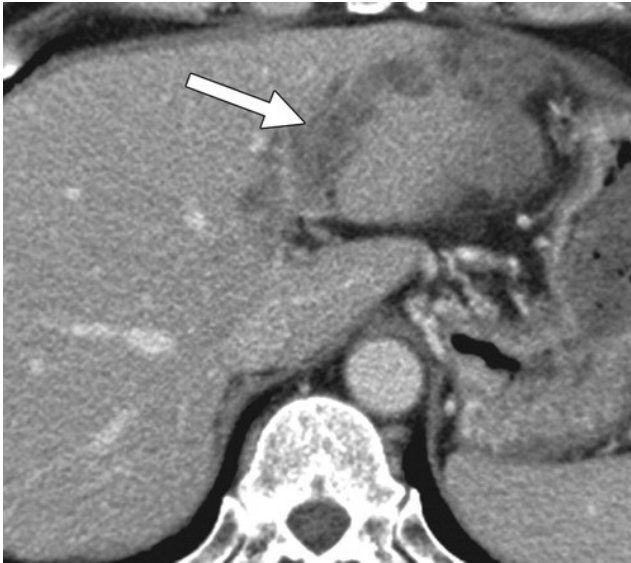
Dieses CT-Bild zeigt einen dilatierten Gallengang ausgefüllt mit weichteilartigem Gewebe. Aus „Varying Appearances of Cholangiocarcinoma: Radiologic Pathologic Correlation“, Yong Eun Chung et al. [47]
